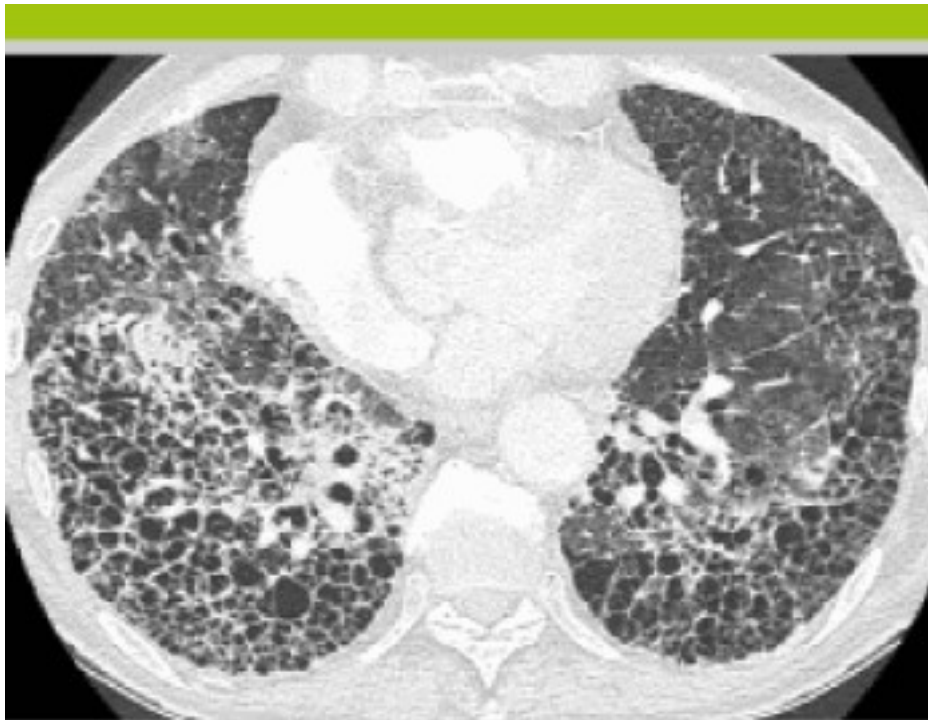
CT-scanner en haute résolution (CTHR) des bases pulmonaires hautement évocateur d'une UIP avec nid d'abeille
